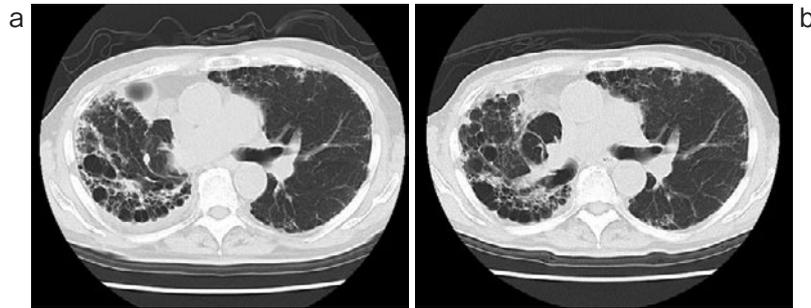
胸部単純CT. (a) 浸潤影の拡大と右胸水の増加. (b) 右胸水の減少.
